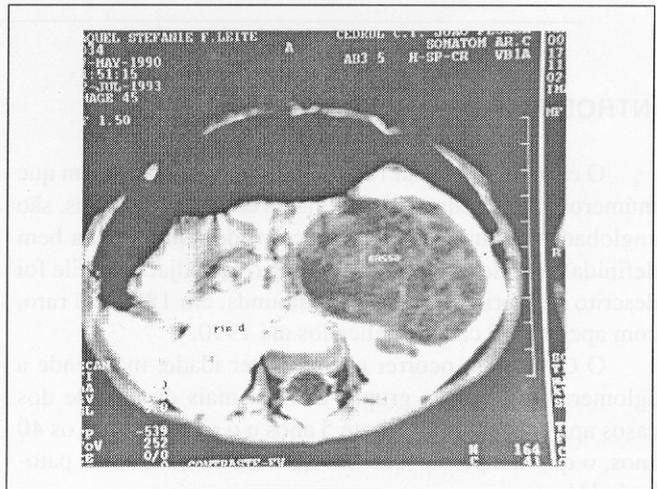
Caso 3 – Tomografia computadorizada
